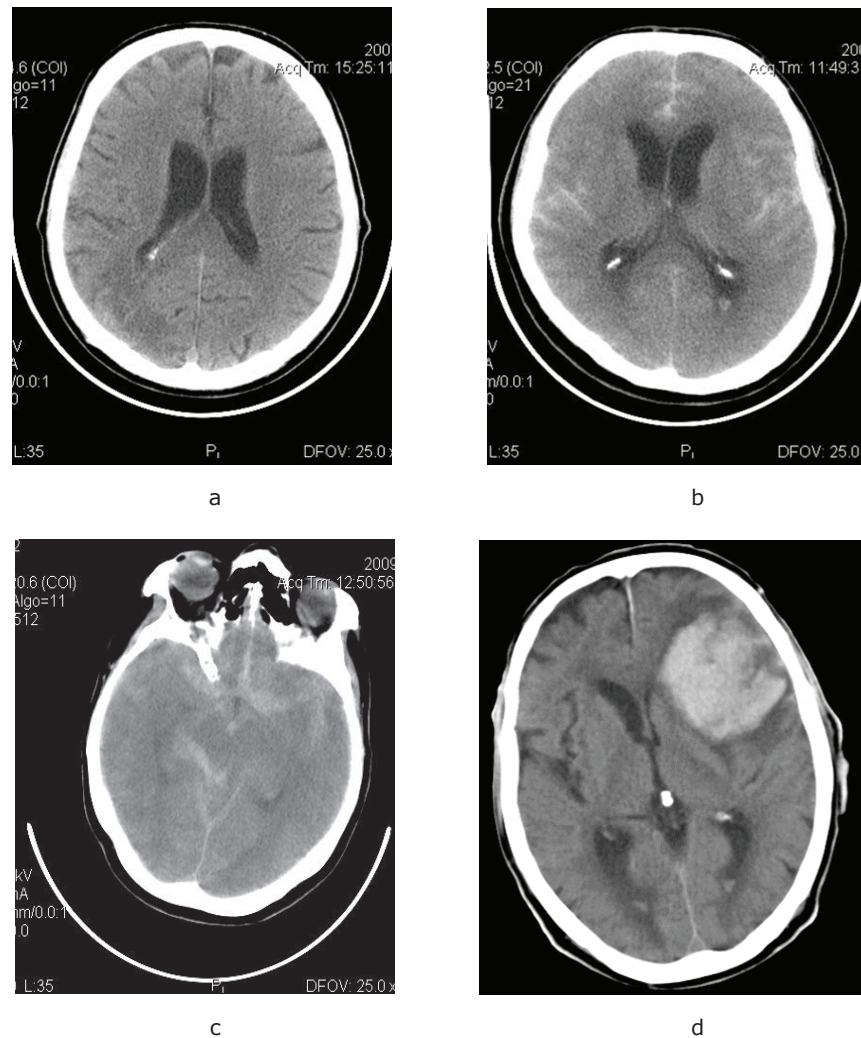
Computer tomography scans depending on the degree according to Fisher scale: a) 1st degree b) 2nd degree c) 3rd degree, d) 4th degree
